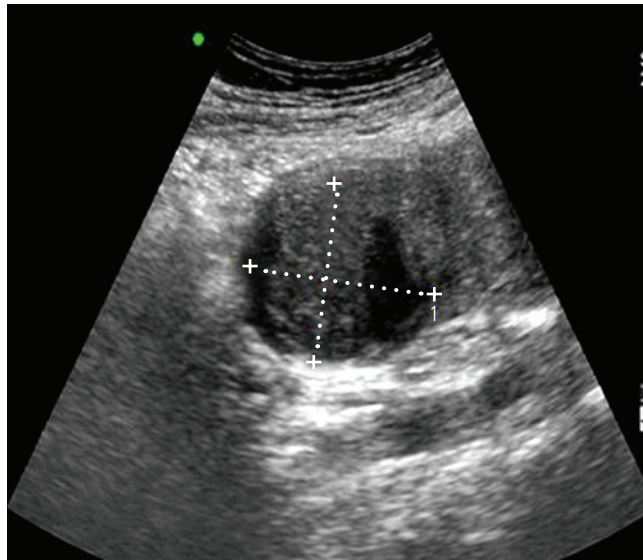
Transvaginal ultrasonography of myoma before myolysis.
